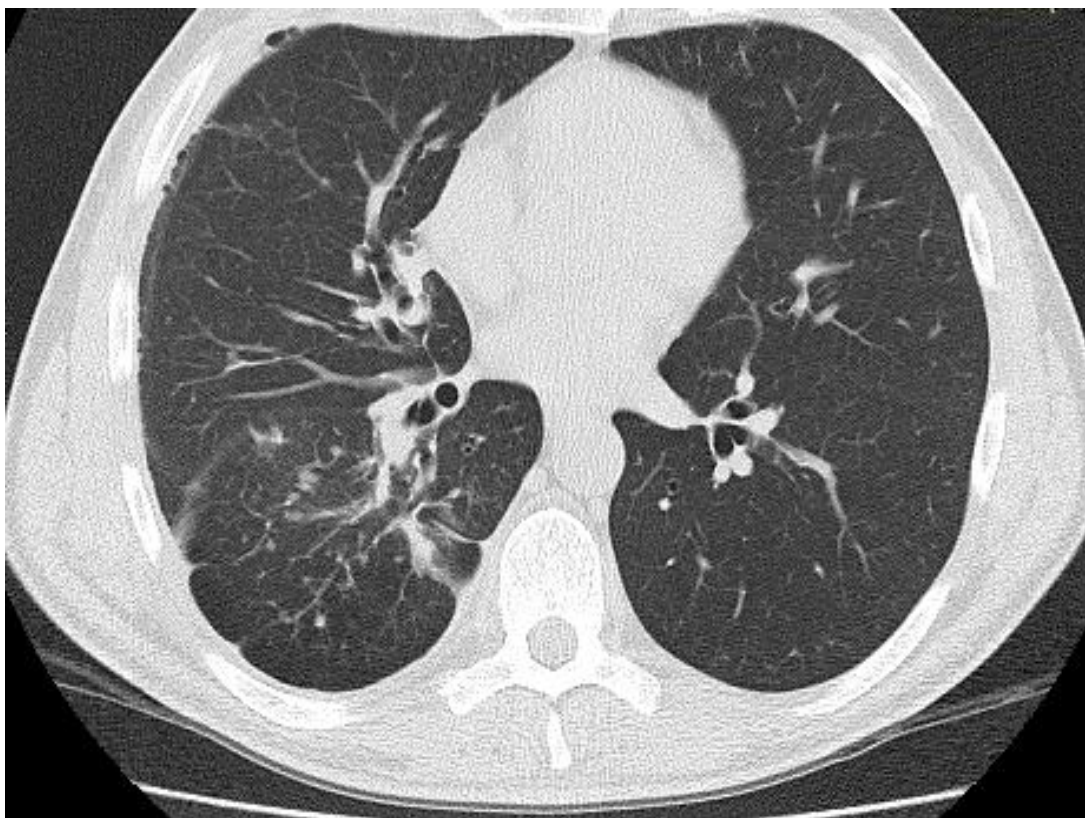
МСКТ ОГК через 5 міс. лікування: повне розсмоктування свіжих інфільтративно-вогнищевих змін
